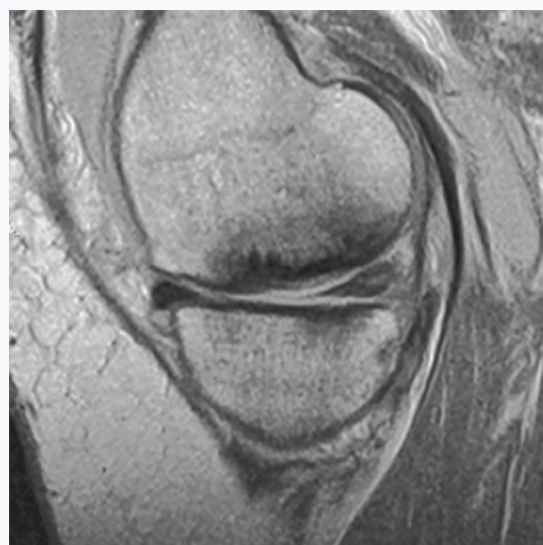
МР-томограмма в сагиттальной проекции (PD-WI). Субхондральный коллапс при субхондральном переломе недостаточности
